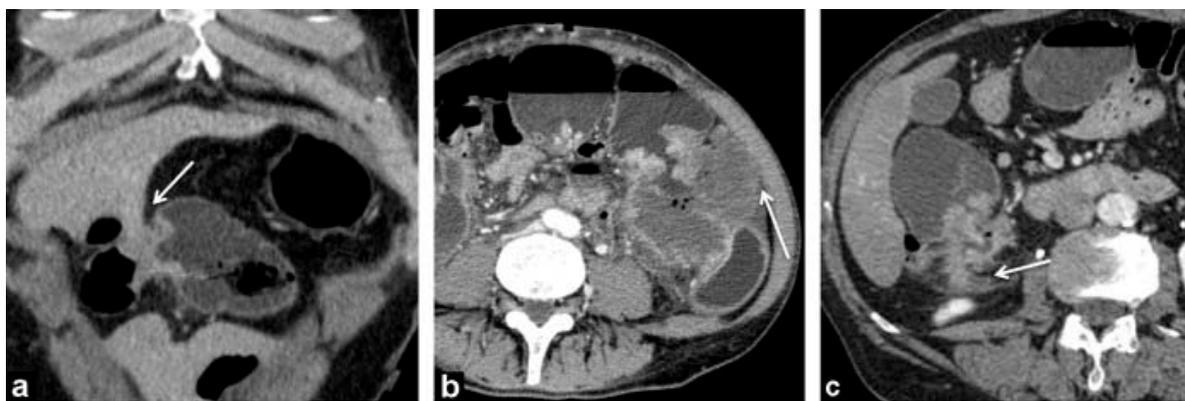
Adénocarcinome colique stade pT4. TDM injecté, plan axial, envahissement des organes voisinages : a – le foie , b – paroi abdominal , c – paroi postérieure .(17)
